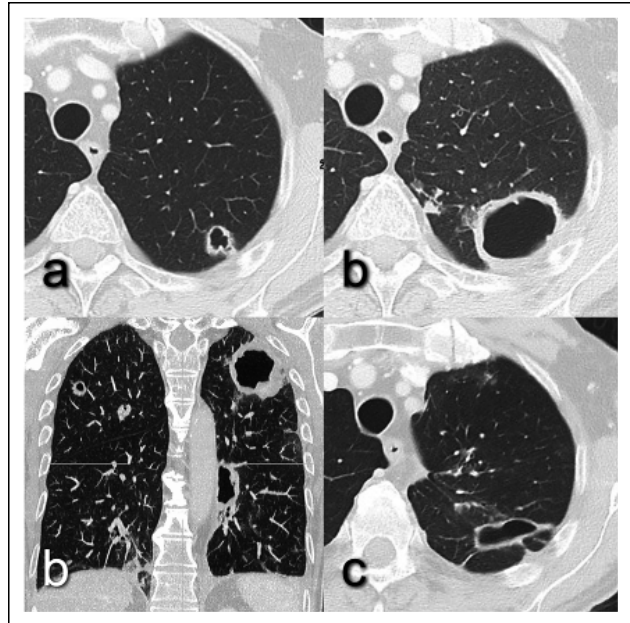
Unger M, et al. (a) CT, axiale Schichtführung: Bizarri konfigurierte, dünnwandige, kavernierende Läsion im linken apikoposterioren Lungen-Oberlappen. Inital wurden die Läsionen als Rheumaknoten interpretiert. (b) CT, axiale Schichtführung und koronale Maximum-Intensity-Projektion: deutliche Größenzunahme und zunehmende Wandverdickung der Kaverne im li. Oberlappen sowie aller weiteren Kavernen 3 Wochen nach der Gabe von Tocilizumab. Eine videoassistierte thorakoskopische (VATS) Lobektomie mit Kavernektomie des li. Oberlappens wird durchgeführt, die mikrobiologische Aufarbeitung des Materials zeigt das Wachstum von *Nocardia abscessus*. (c) CT, axiale Schichtführung: dünnwandiges Residuum nach 3 Monaten. Klinisch beschwerdefrei.
